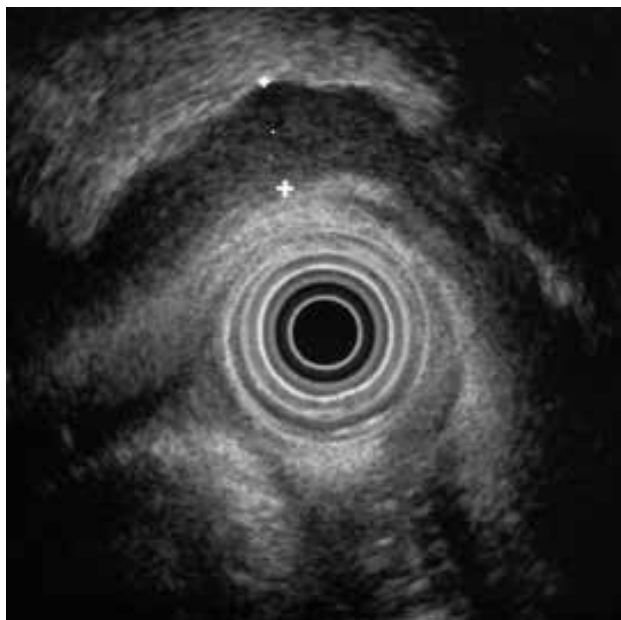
Obraz endosonograficzny GIST żołądka
